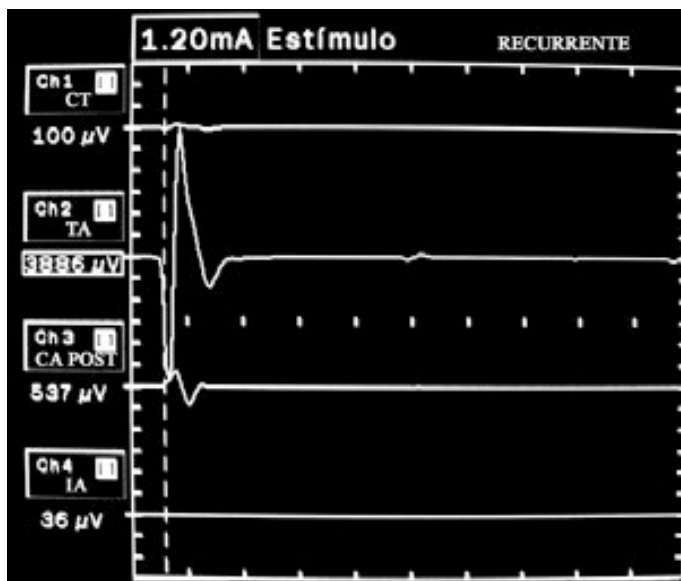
Estimulación del nervio recurrente con intensidad de 1.20 mA. Abreviaturas: CT músculo cricotiroides; CA músculo cricoaritenoides posterior; TA músculo tiroaritenoides; IA músculo interaritenoides
